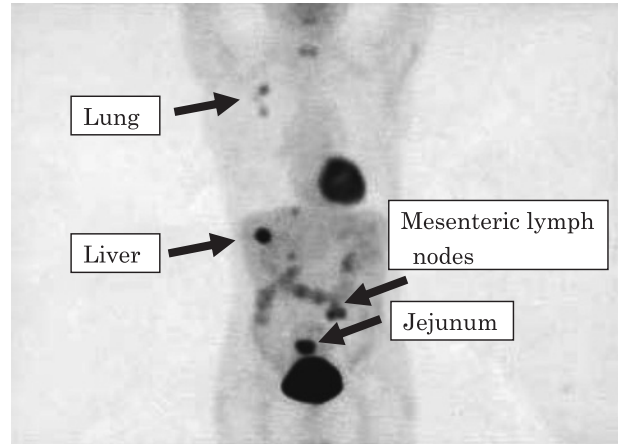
A 18F-fluorodeoxyglucose-positron emission tomography (FDG-PET) scan shows remarkably high uptake in the right upper lung field, liver, jejunum and mesenteric lymph nodes.
